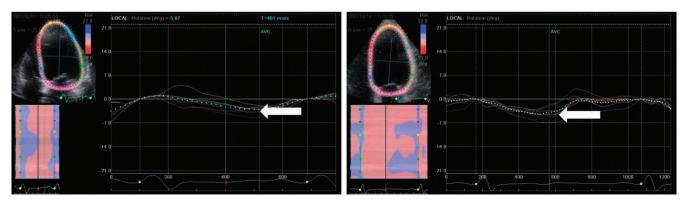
Apical 4 chamber view における shuffle motion または longitudinal rotation. Speckle tracking を用いて解析したところ, narrow QRS になった後でも shuffle motion を認めることがわかる. 初診時において心尖部は -3.5° 時計方向に回転しており、CRT 埋め込み前において心尖部は -4.2° 時計方向に回転している.
